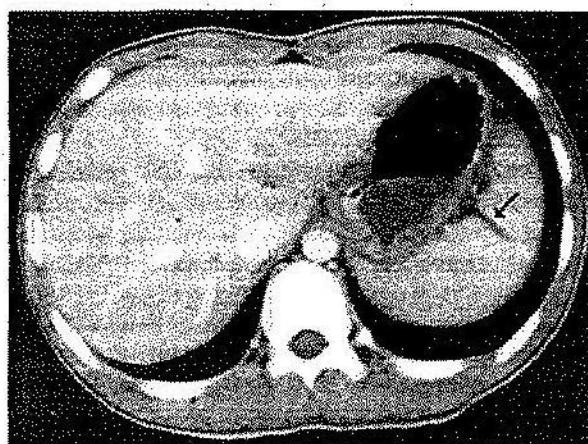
Leziunea traumatică a splinei de gr. II (săgeată). Tomografie computerizată axială (după Visutaratna P., Na-Chiangmai V.).
